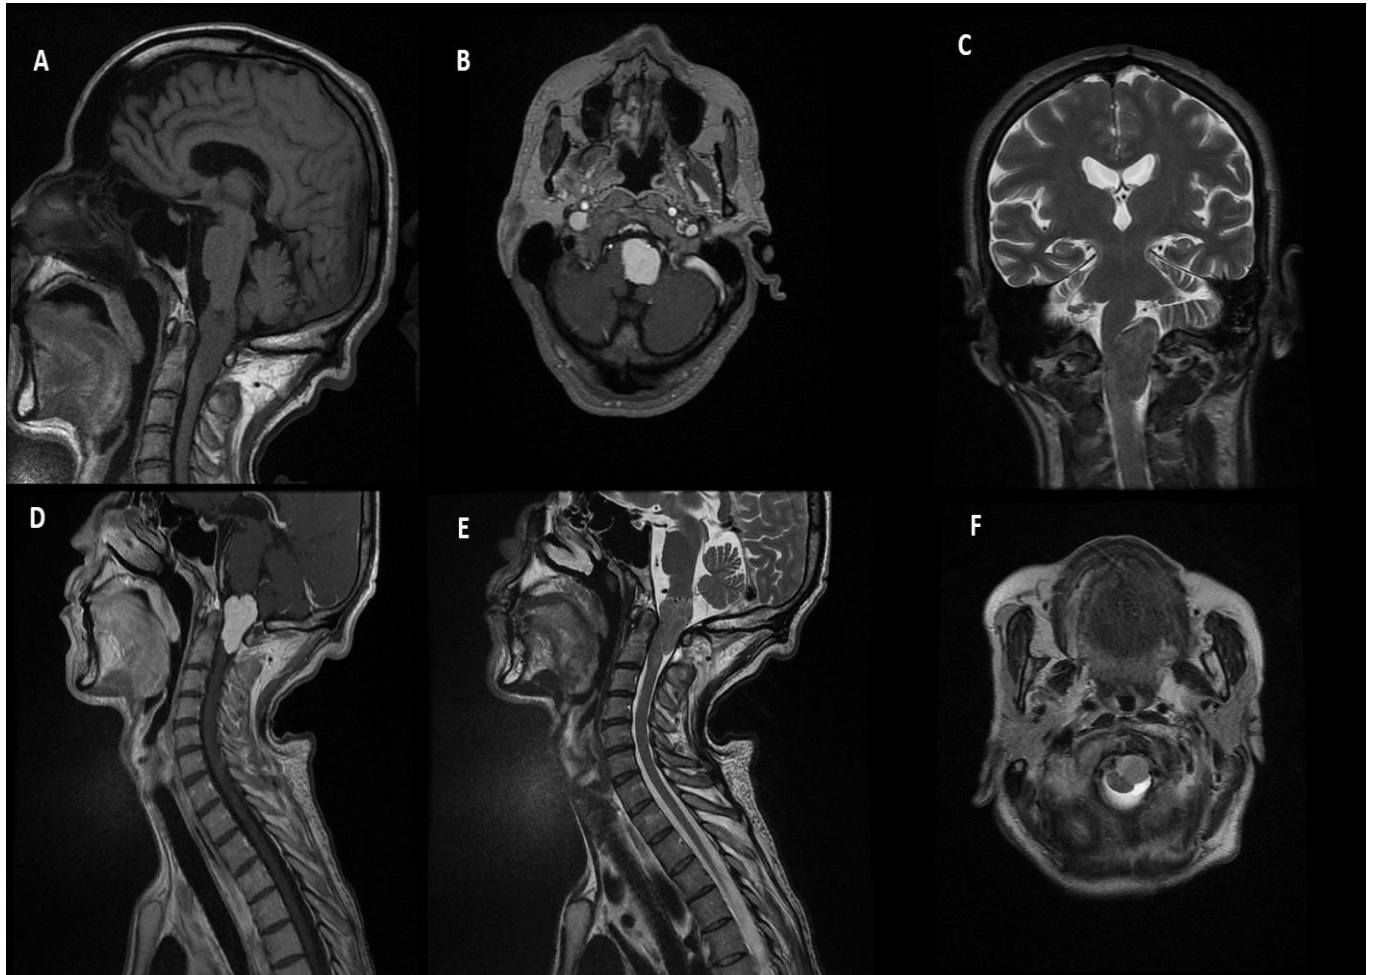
IRM préopératoire objectivant un méningiome antérieur gauche comprimant la VA.
